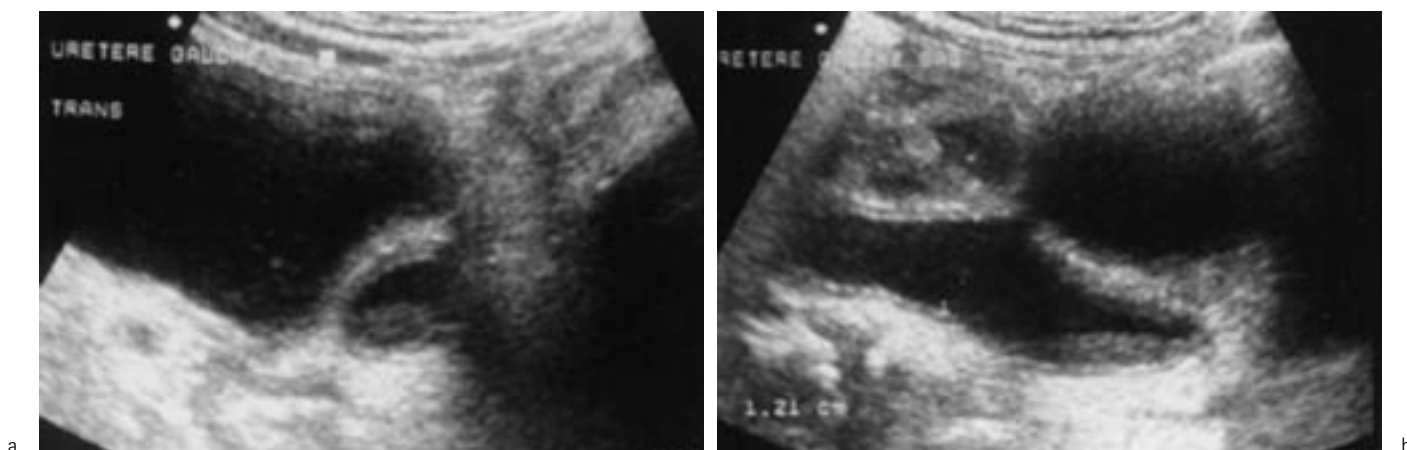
(a et b) : Méga uretère obstructif. Coupes échographiques axiale (a) et longitudinale (b) montrant le bas uretère dilaté et épaissi.
